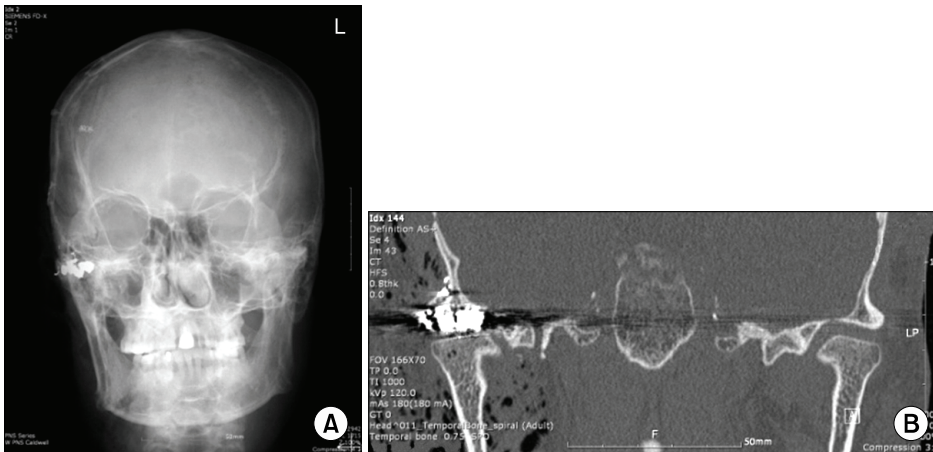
Preoperative (A) Caldwell view, (B) coronal image of computed tomography. Bullet (2.5 cm in length) and around emphysema are observed in right temporomandibular joint area.
